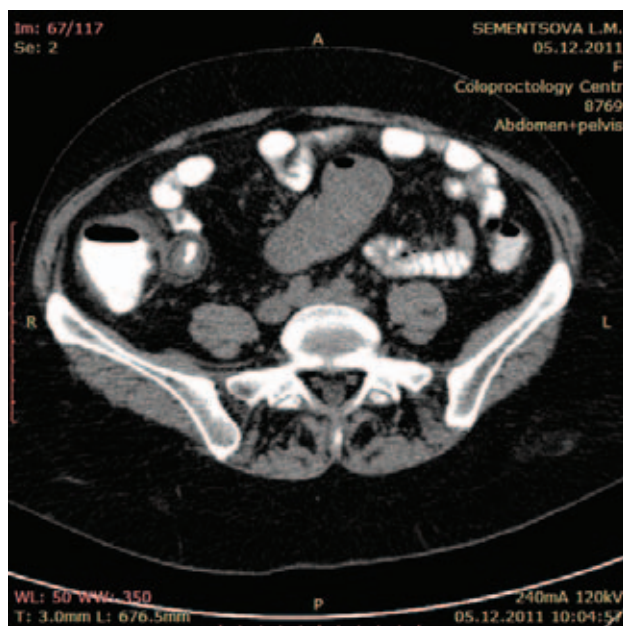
КТ-энтерография органов брюшной полости, аксиальный и коронарный срезы. Утолщение стенки терминального отдела подвздошной кишки до 7 мм на протяжении около 10-15 см, с одновременным сужением просвета изменённого участка тонкой кишки, обусловленным болезнью Крона
